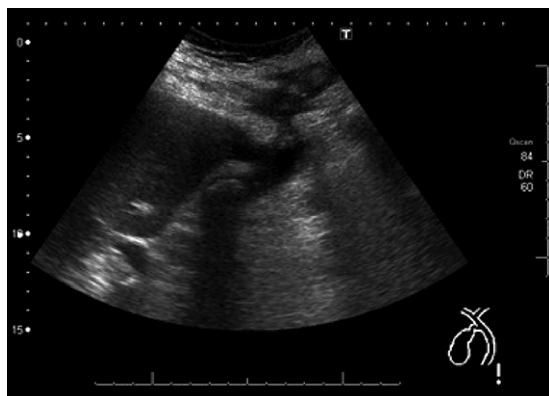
Ecografía donde se muestra el trayecto fistuloso.
